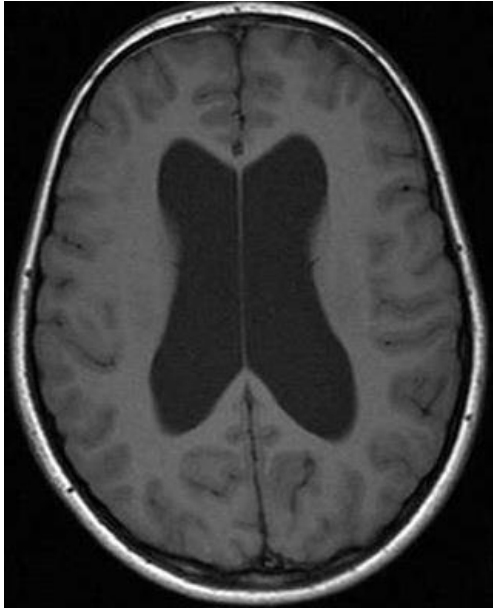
a IRM. Coupe axiale.
